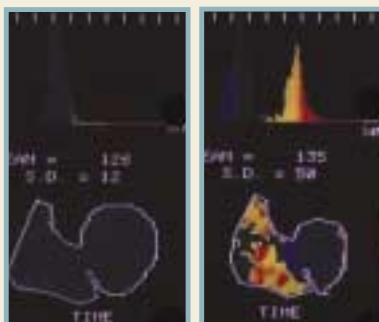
Angioscintigraphie cavitaire au technétium avec analyse des phases de contraction en oblique antérieure gauche. À droite : image normale, avec le ventricule droit à gauche et le ventricule gauche à droite se contractant de façon homogène. À gauche : le retard de contraction des zones dysplasiques du ventricule droit est évident avec le code de couleur.
